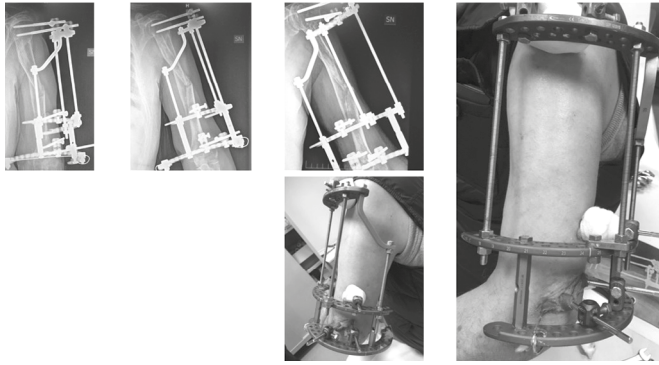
Caso 3, P.A. uomo, 72 anni. Quadro radiografico e clinico durante il trattamento
